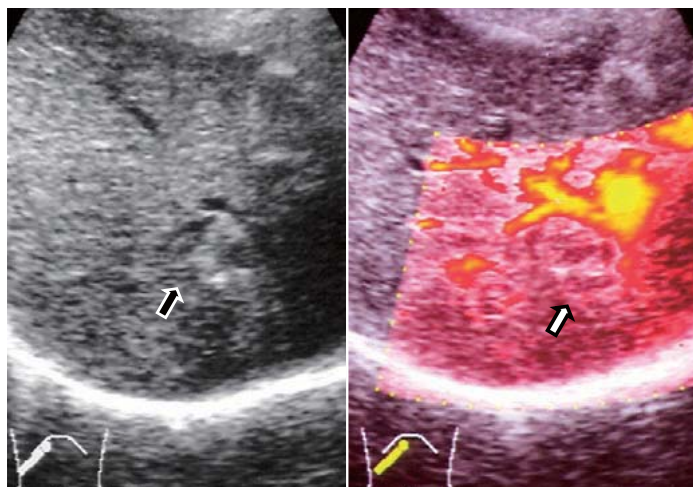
(細)小肝細胞癌(図17と同一症例)。経カテーテル動脈塞栓術2週間後のエコー像。腫瘍は不明瞭となり、明らかな腫瘍血管は認められない(図右はパワードブラ像)。
